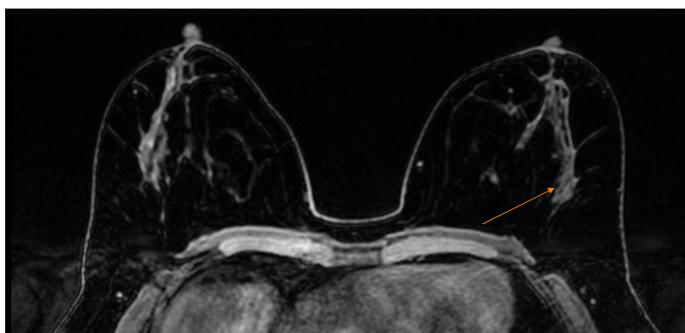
МРТ МЖ. T1 Fsat-последовательность с подавлением сигнала от жировой ткани, аксиальная плоскость. Выполнена после внутривенного введения контрастного препарата (гадовист, 7,5 мл). Оранжевой стрелкой указана железистая ткань – подозрительная зона с микрокальцинатами левой МЖ, выявленными при МГ-исследовании; на постконтрастных МРТ-сериях без явных признаков патологического контрастирования
